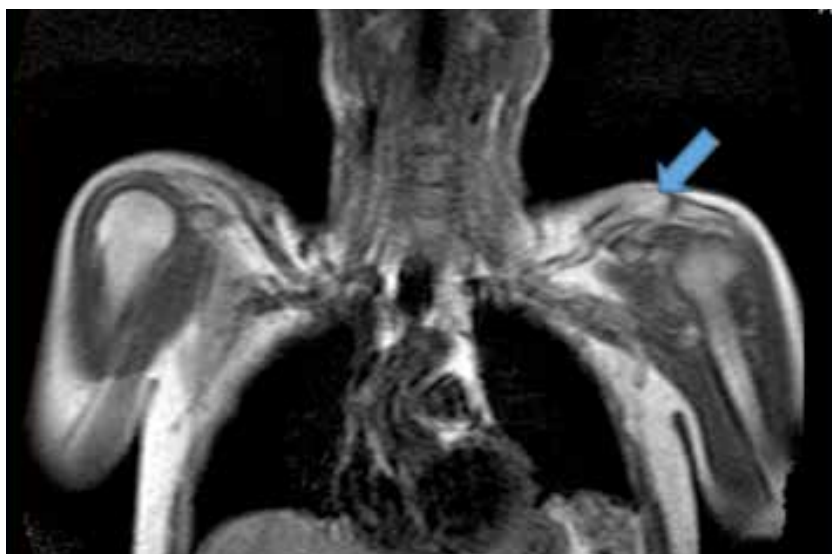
RMN que muestra aumento de captación en T2 en músculo.
